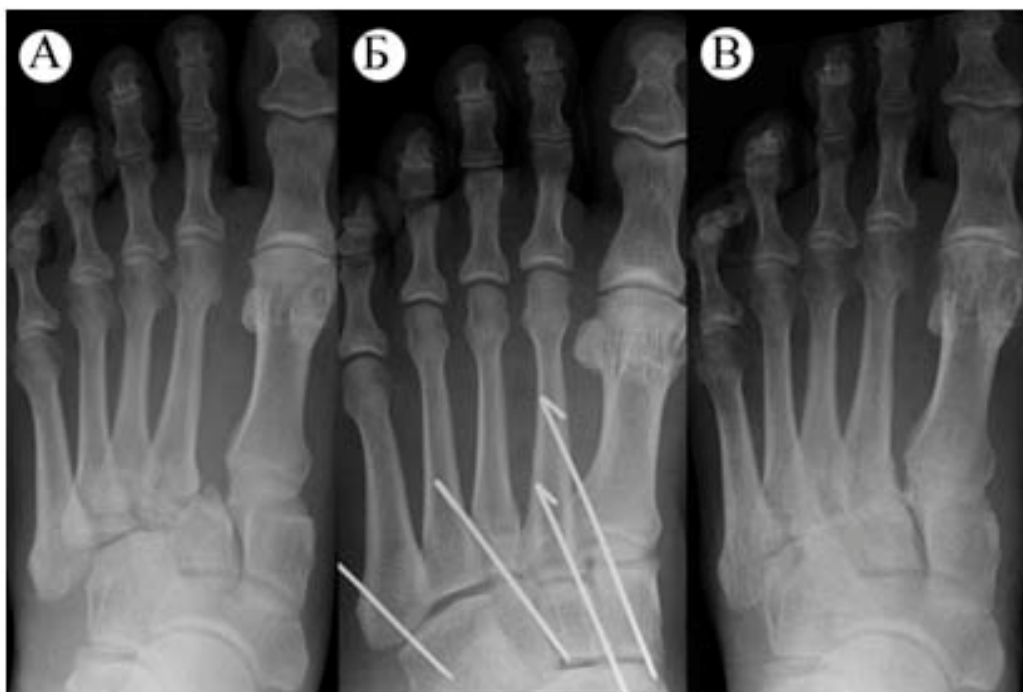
Рентгенограммы пациента С., 53 лет: А – при поступлении; Б – после репозиции и фиксации спицами; В – через 7 месяцев после вмешательства
